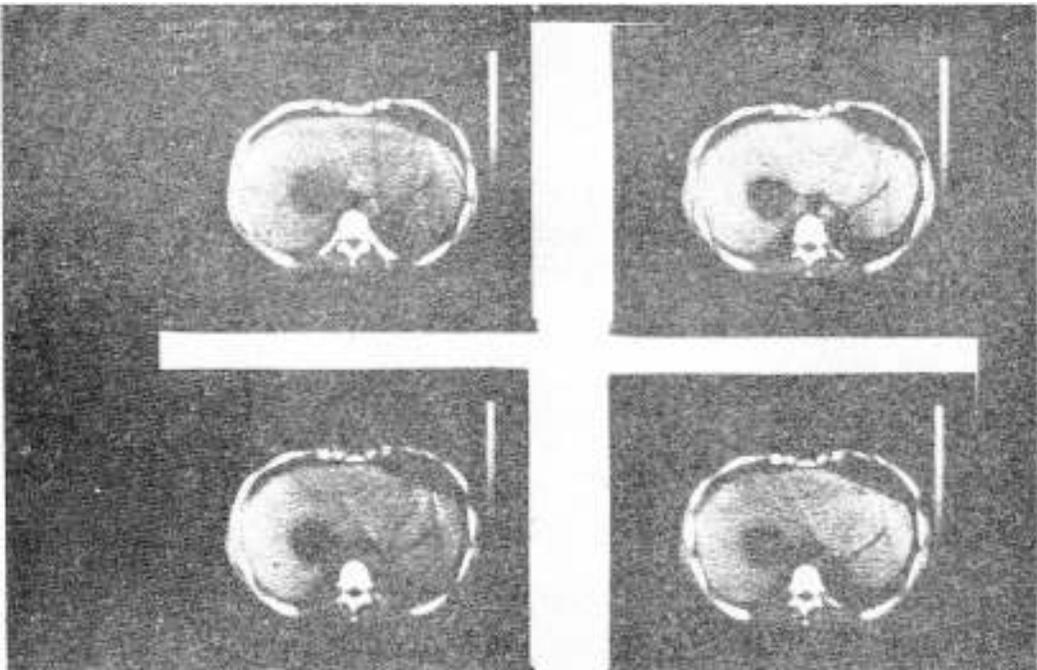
TAC del absceso hepático (Caso IV).
